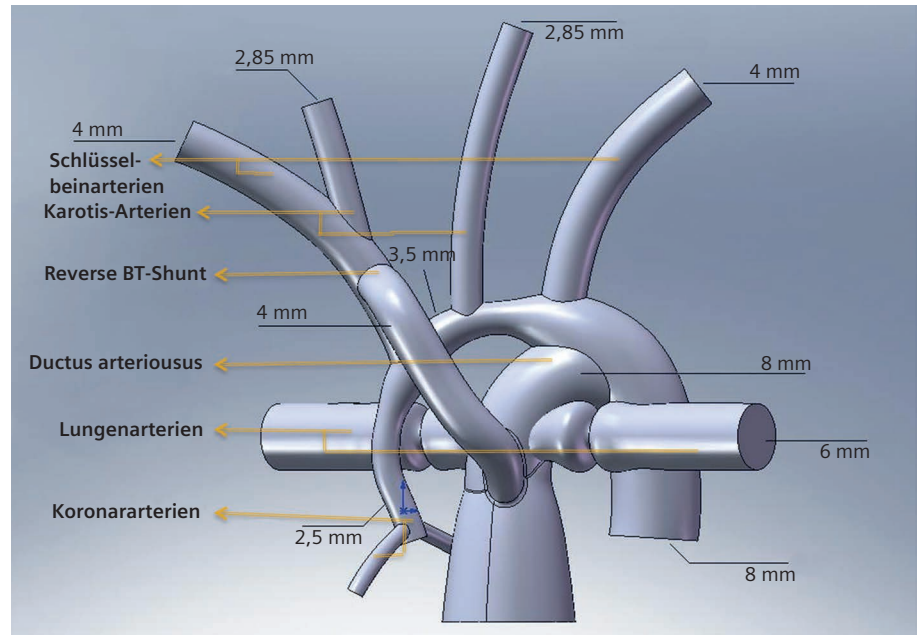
3D-Modell der Hybrid-Norwood-Anatomie mit umgekehrtem BT-Shunt (RBTS).
